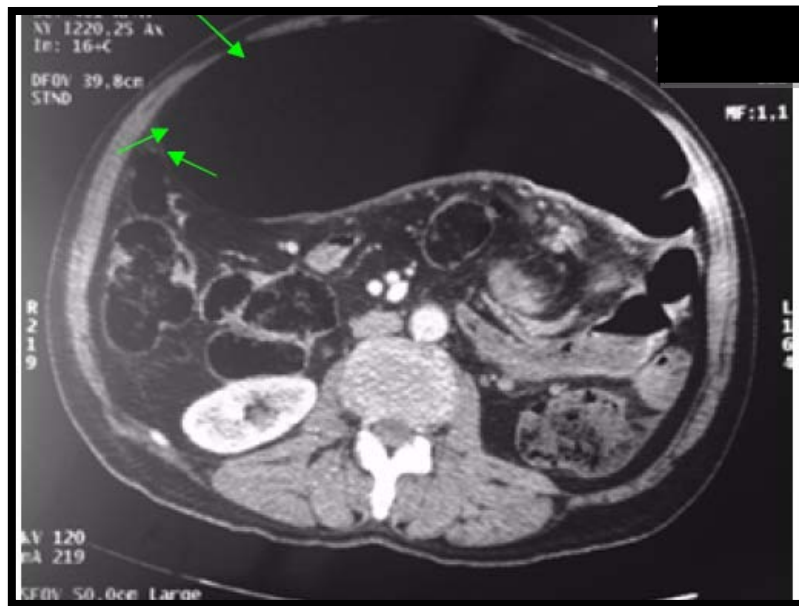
TDM C+ : occlusion intestinale sur volvulus du sigmoïde confirmé en per opératoire, notez l'aspect très aminci de la paroi colique de l'anse distendue (□, au maximum elle réalise un aspect de paroi fantôme.
